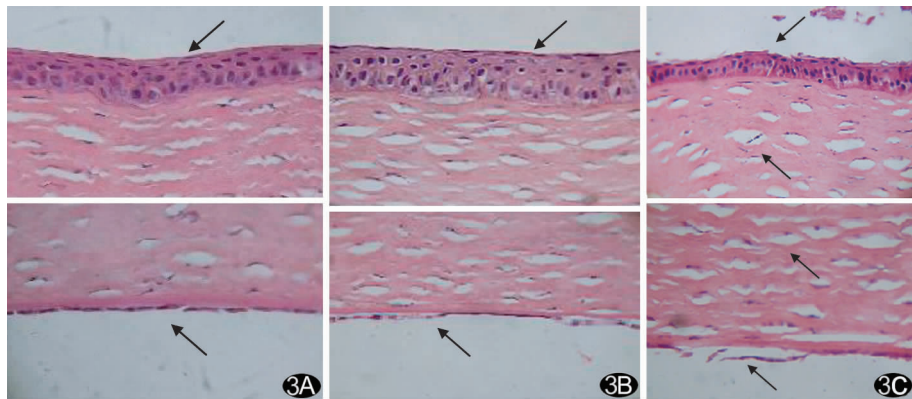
不同超声声强辐照60 s角膜的显微变化 A. 超声声强为0.5 W/cm² 上皮细胞排列紧密,表层呈扁平状,基底细胞呈立方状(箭头);内皮细胞与后弹力层连接紧密(HE, ×400); B. 超声声强为1.0 W/cm² 上皮细胞层的基底细胞呈高柱状,细胞空泡化严重;内皮细胞与后弹力层阶段性脱离(箭头),内皮细胞肿胀,核疏松(HE, ×400); C. 超声声强为2.0 W/cm² 上皮细胞层的表皮细胞呈毛刷状,基底细胞高柱状,空泡化严重;基质层纤维组织间隙增大(箭头);内皮细胞与后弹力层脱离范围扩大,细胞肿胀,染色质不清晰(HE, ×400)
